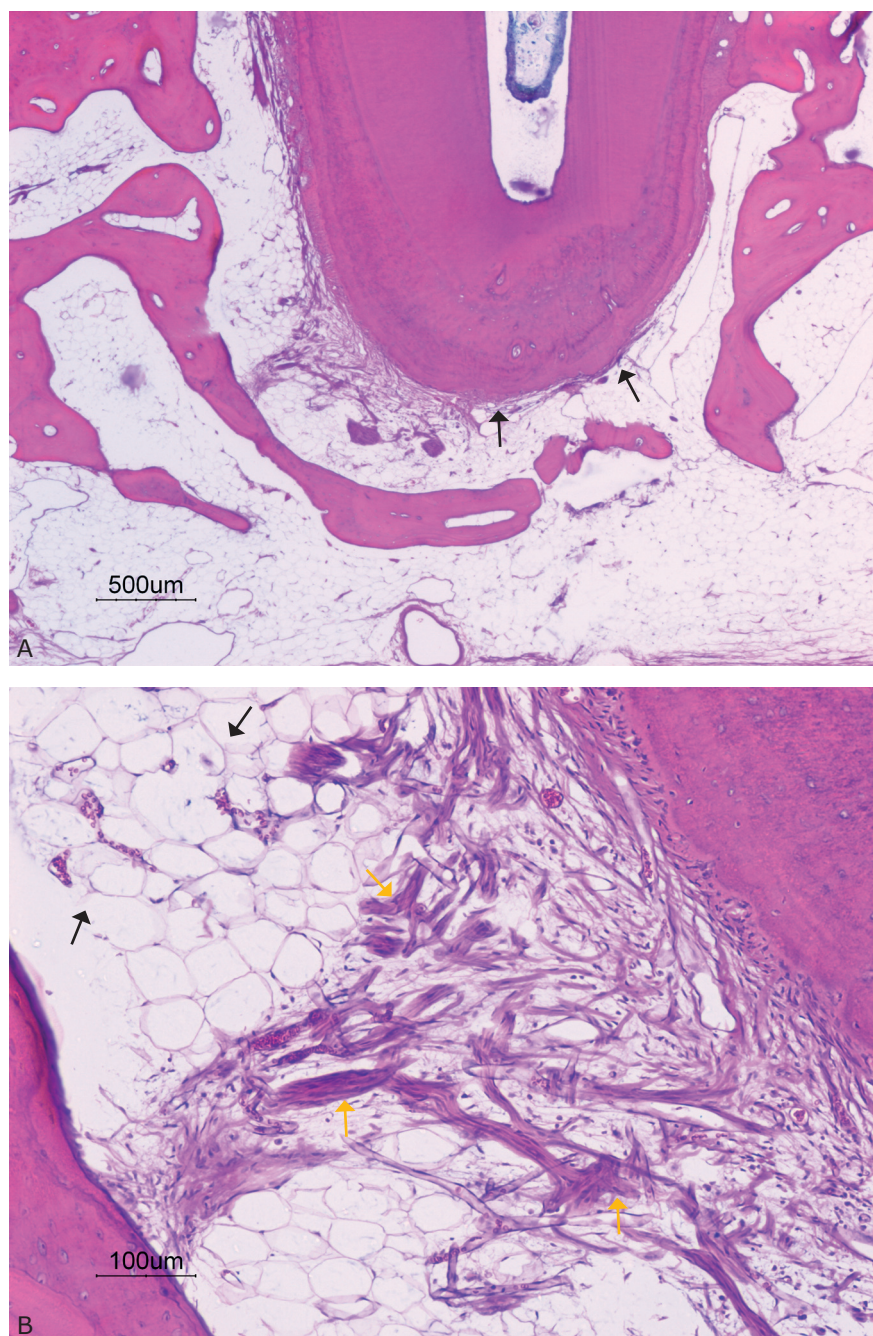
Imagens de espécime do grupo de teste 2 com inflamação periapical ligeira. A) Intensa deposição de cimento secundário com encerramento apical (setas pretas) e manutenção da arquitectura do osso alveolar; B) Infiltrado inflamatório localizado na proximidade de área rica em tecido nervoso (setas amarelas), com a estrutura de tecido adiposo medular preservada (setas pretas).
